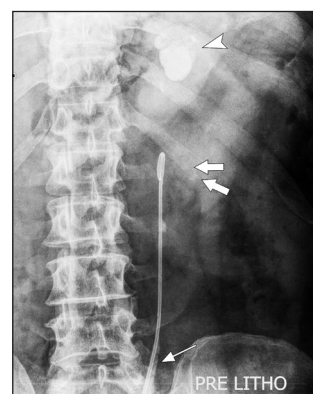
Radiographie abdomen sans préparation de contrôle avant retrait sonde JJ : plusieurs lithiases rénales résiduelles polaires inférieures gauches (flèches pleines). Migration vers le bas de la faible opacité urétérale résiduelle (flèche fine) et de la sonde JJ. Kyste de lait calcique stable (tête de flèche).
